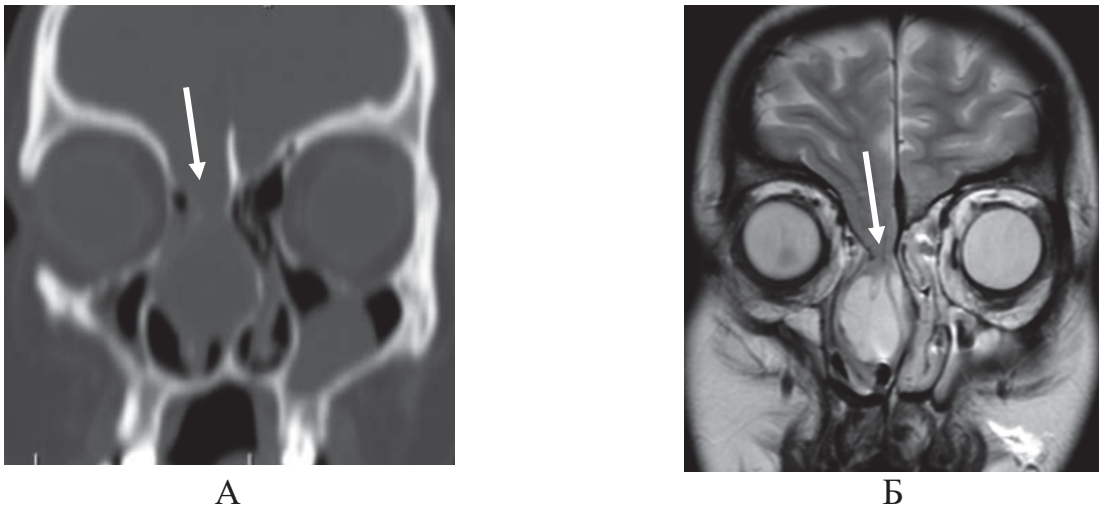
А – КТ головного мозга, фронтальная проекция, Б – МРТ головного мозга, T2 взвешенное изображение, базальное менингоэнцефалоцеле, стрелкой указан дефект основания черепа
